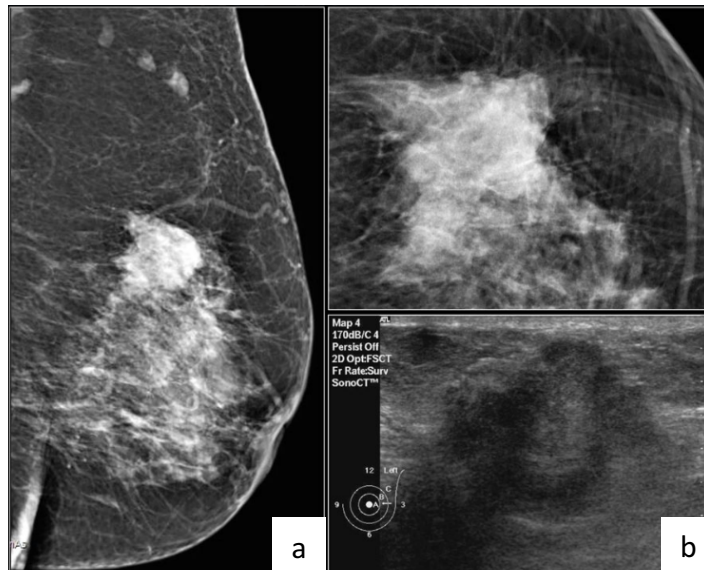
BI-RADS 5. a. Nódulo de bordes irregulares, espiculado, de alta densidad; b. El ultrasonido muestra forma irregular, márgenes mal definidos.
